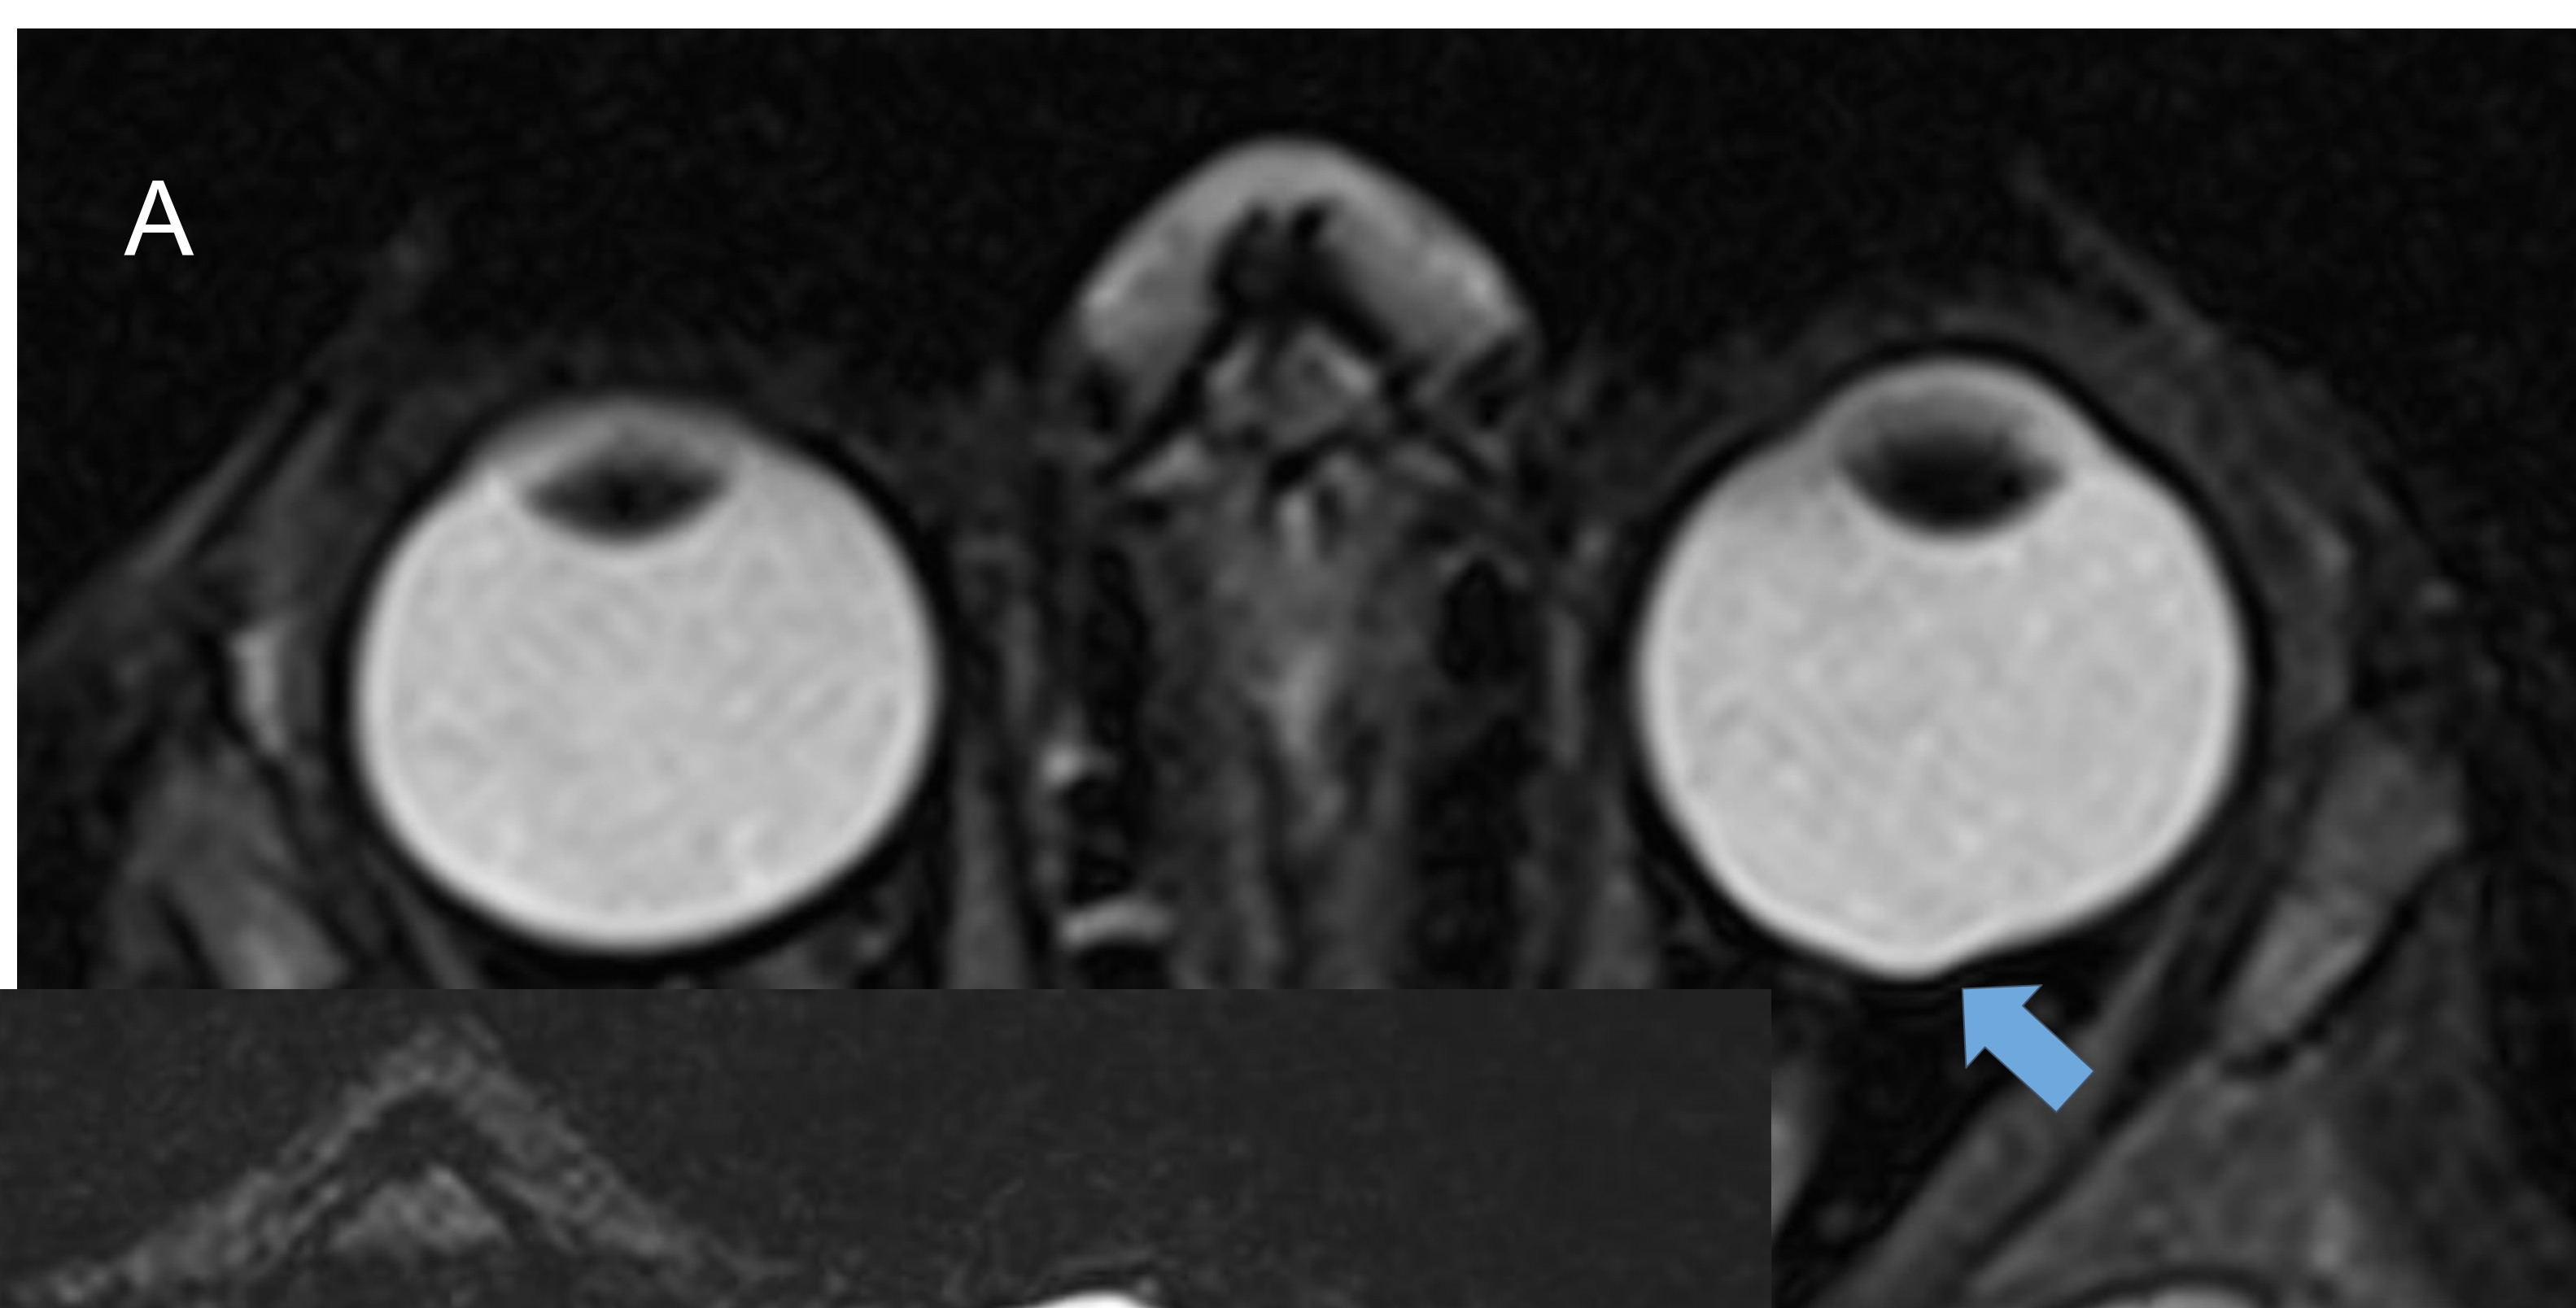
Imagen A, RM de cráneo sin contraste i.v., secuencia T2: Pequeña excavación en la pared posterior del globo ocular izquierdo, ocupando el margen inferomedial, con leve herniación del humor vítreo en relación con el diagnóstico referido de coloboma coriorretiniano.
